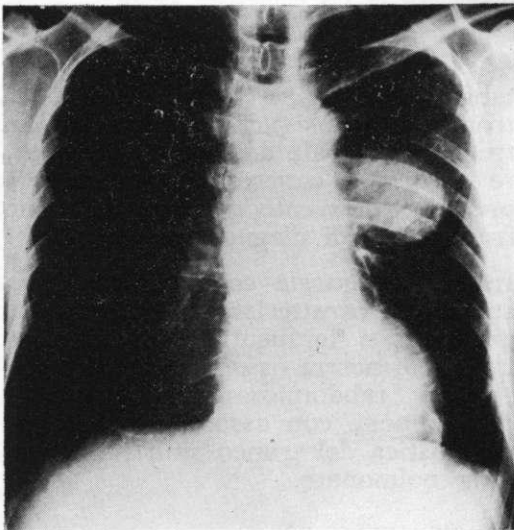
Radiografia standard del torace in antero-posteriore che mette in evidenza un'immagine radiopaca, rotondeggiante in sede juxtalare ed appartenente al lobo superiore del polmone sinistro.
